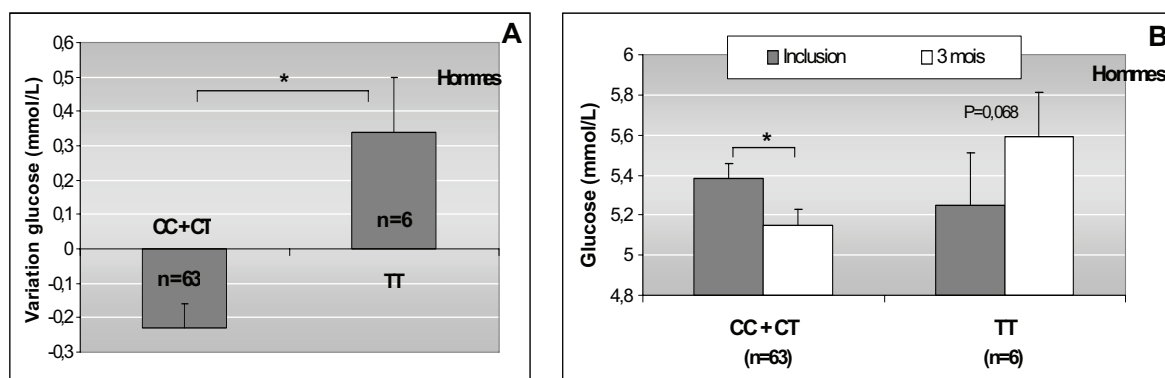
Variation de la glycémie après les 3 mois de régime (A), et glycémie à l'inclusion et après les 3 mois de régime (B) chez les hommes en fonction du regroupement (CC+CT vs TT) du polymorphisme -516C/T d'ApoB ; * $P < 0,05$
